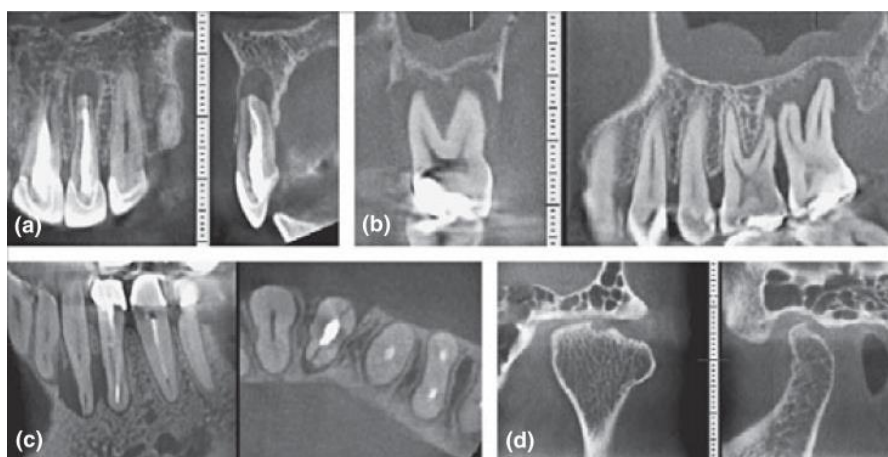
Tomografie computerizată regională cu fascicul conic de înaltă rezoluție care demonstrează: (a) patologia periapicală; (b) boala parodontală și periapicală; (c) fractură de rădăcină și pierderea osoasă alveolară asociată și (d) vederi coronale și laterale ale articulației temporomandibulare. [76]
